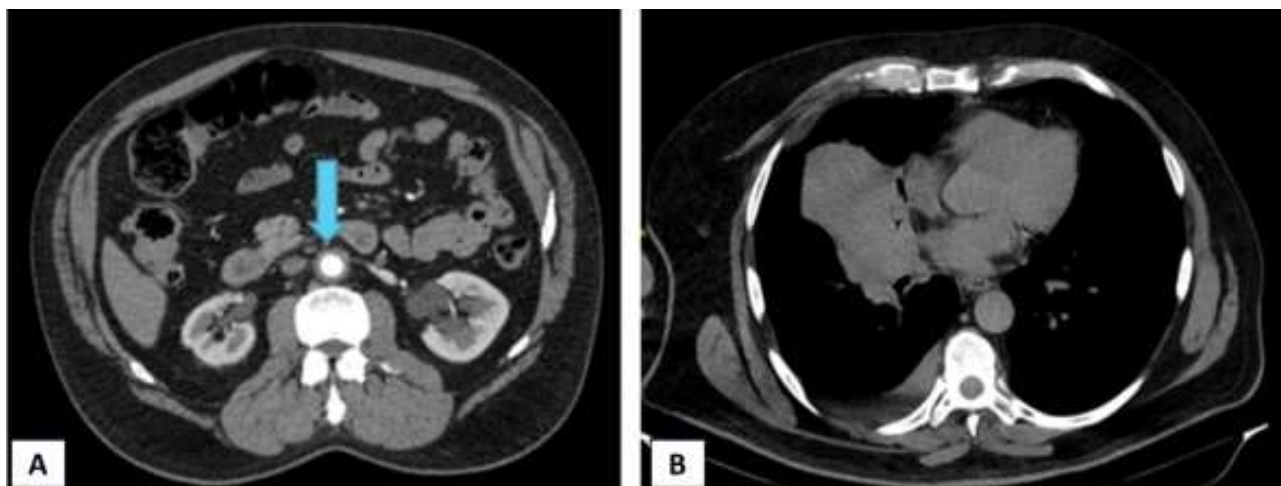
A: TC abdominal con engrosamiento parietal difuso en aorta abdominal. B: TC torácico compatible con masa pulmonar.
